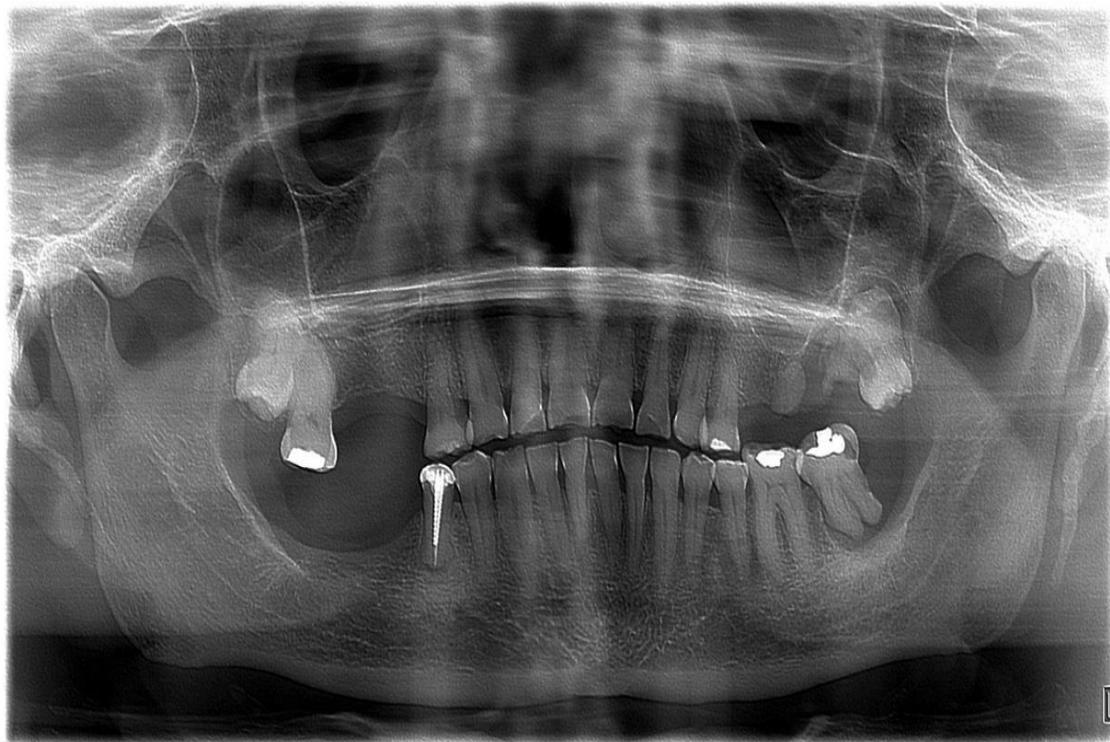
Imagen inicial Ortopantomografía. Noviembre 2017 Fuente propia.
